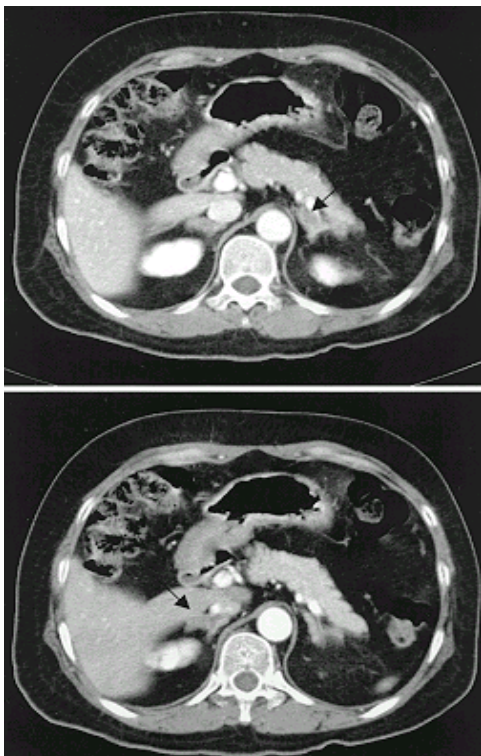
Abdominal CT scan shows ovoid masses (arrow) on both adrenal glands measured by approximately 2 cm, 3 cm in diameter respectively and enhanced at portal phase.
